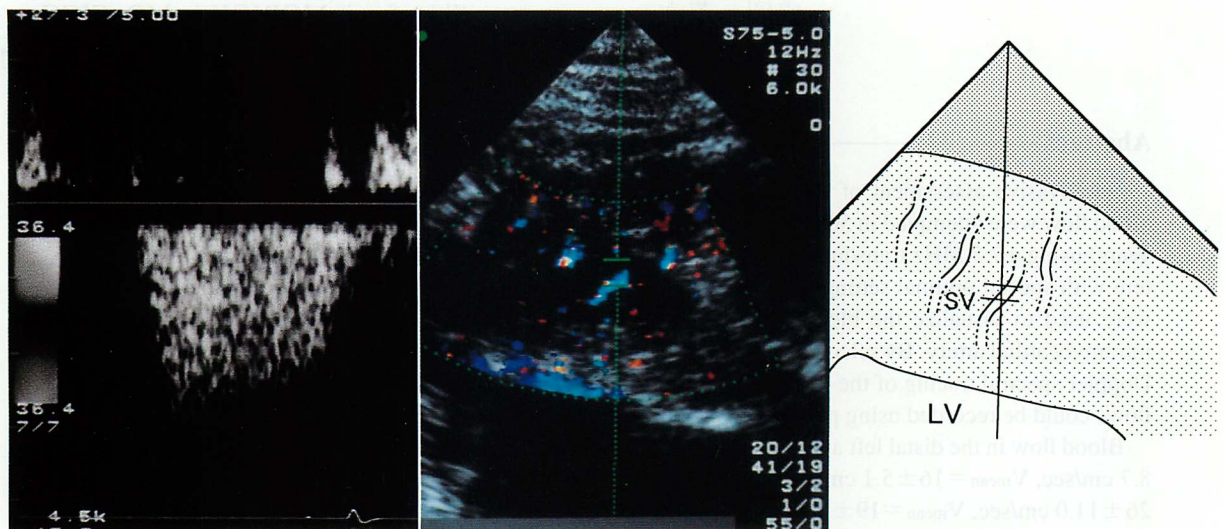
Doppler spectral trace showing the intramyocardial blood flow velocity pattern
